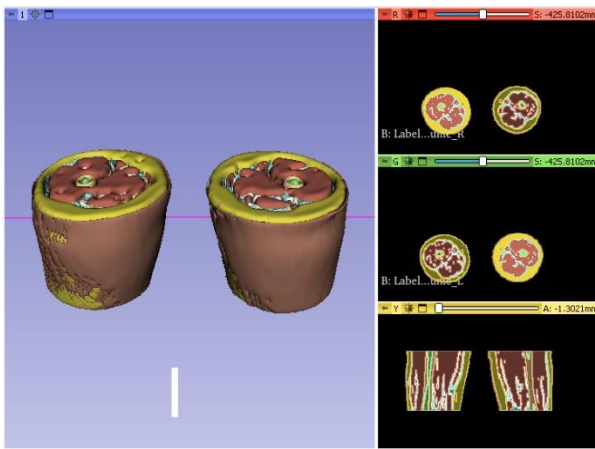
Segmentazione eseguita su immagini RM di esame eseguito alla diagnosi in un paziente di 3 anni affetto da RMS alla prostata.
